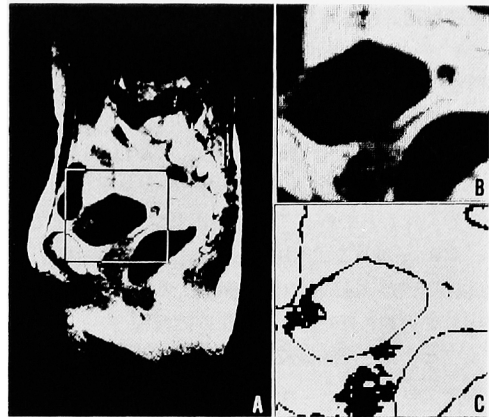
A: MRI analog picture. B: Two-dimensional density-gradation image output. C: Quantized output
